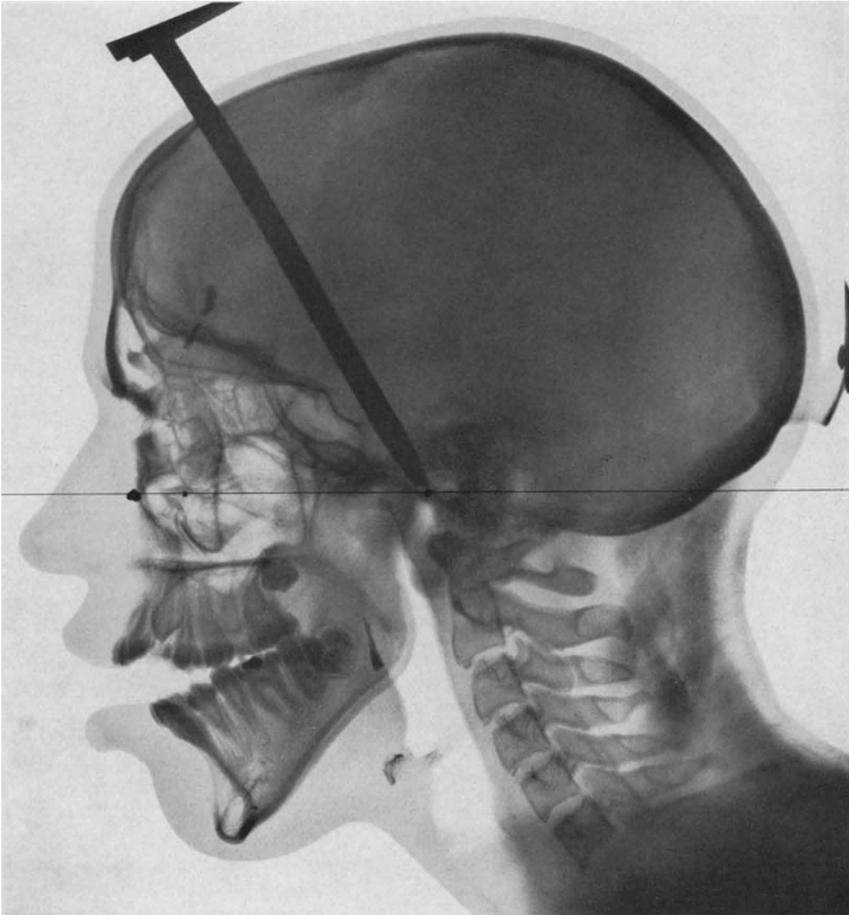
Fernröntgenaufnahme der Patientin von Abb. 1080—1083.
